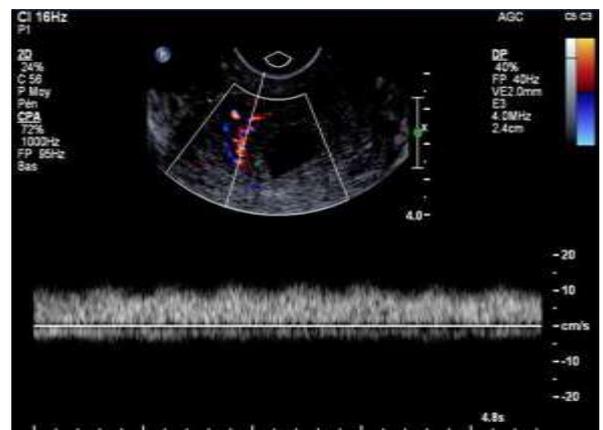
doppler vasculaire de type veineux après embolisation bilatérale des artères utérines.
